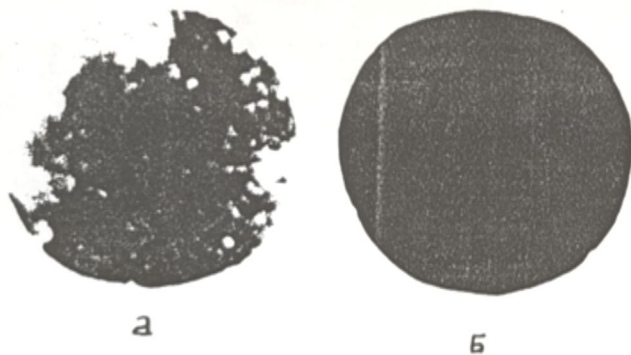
Рентгенограммы контрастных препаратов: а – изветный пропилодон; б – новый препарат I.
